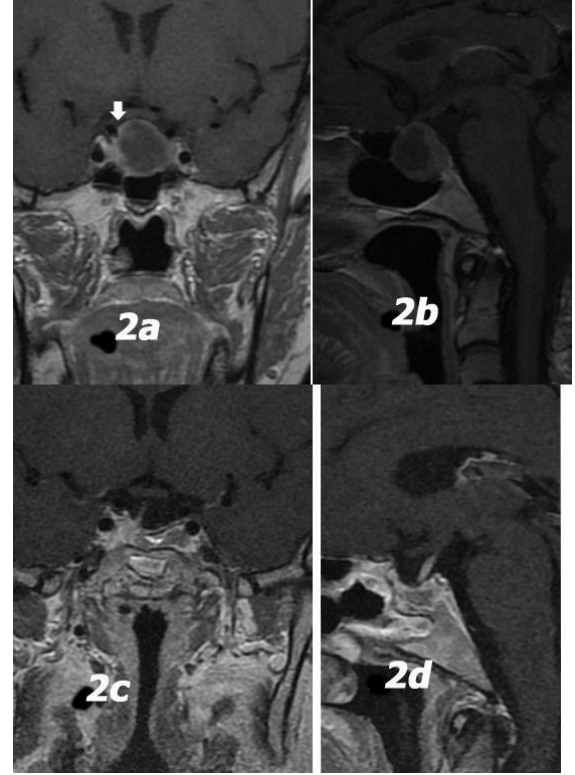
Ameliyat öncesi hipofiz MRI, ok ile hipofiz bezi gösterilmektedir.
